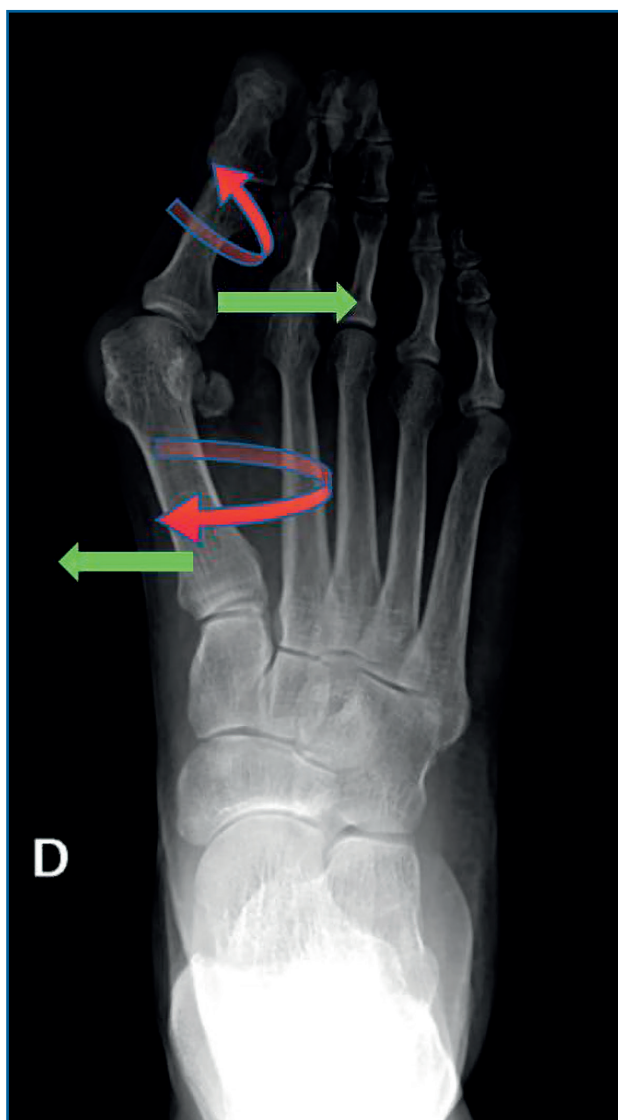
Radiografía de pie con hallux valgus.
